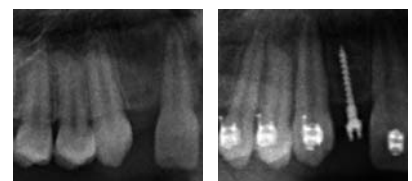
Der nicht angelegte Zahn 12 soll durch eine implantatgetragene Krone ersetzt werden. a): In der ersten Phase der Behandlung erfolgt das Öffnen der Lücke. b): Röntgenbild zu Beginn der Behandlung und nach Lückenöffnung mit platzierter Minischraube. c): Diese dient zur Verankerung einer provisorischen Krone (inkl. Bracket), die zur weiteren Lückenöffnung genutzt wird.
